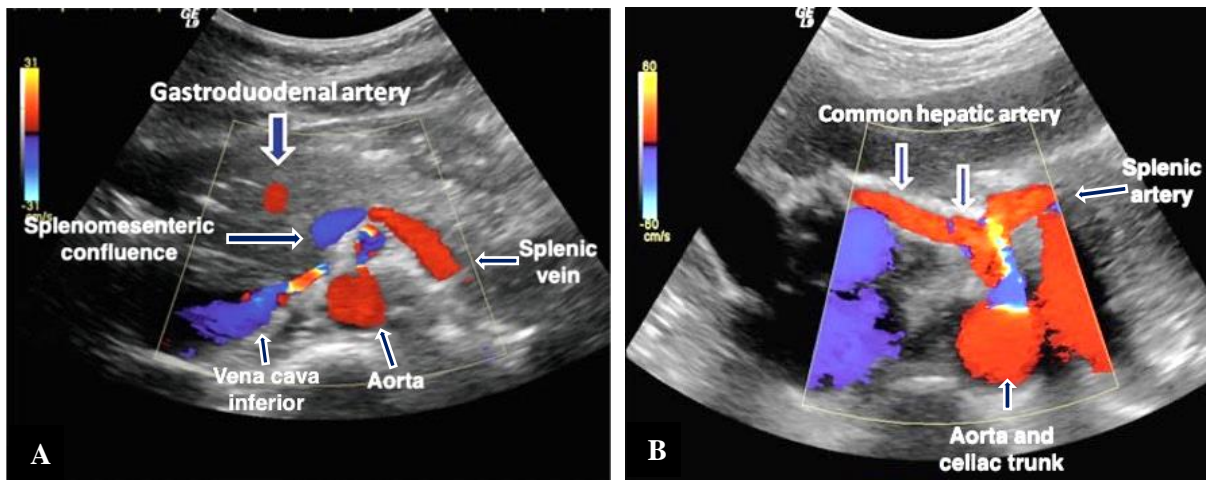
Échographie Doppler des vaisseaux péri-pancréatiques (A et B) (32)
